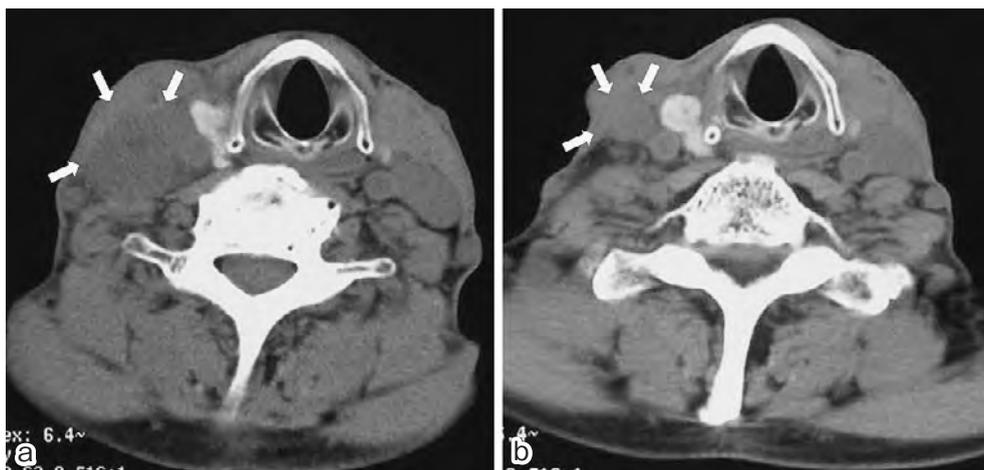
(a) Computed tomography (CT) of the neck showing metastasis of the right neck lymph node (arrow). (b) After this chemoradiation therapy, repeated examination reveals that the size of the neck lymph node metastasis has significantly decreased, leading to a partial response (arrow).
